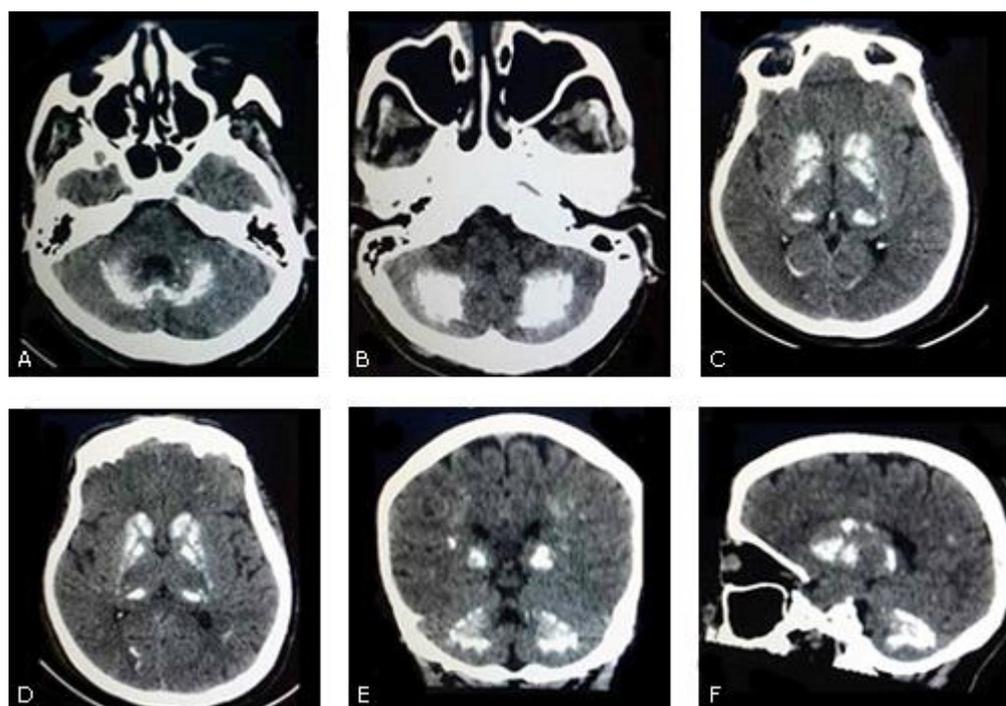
Tomografía craneal simple. A, B, E y F) Múltiples imágenes hiperdensas en hemisferios cerebelosos. C, D, E y F) Múltiples imágenes hiperdensas en núcleos basales bilaterales. C y D) Imágenes hiperdensas en ambos tálamos.
